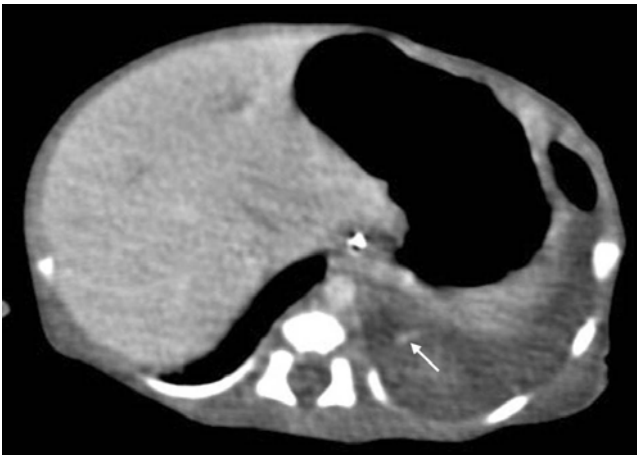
CT angiography of the chest done after pleural tap shows a round solid soft tissue mass in the left lung. Aberrant artery arise from abdominal aorta and then supply accessory lung tissue of left lower lobe.
